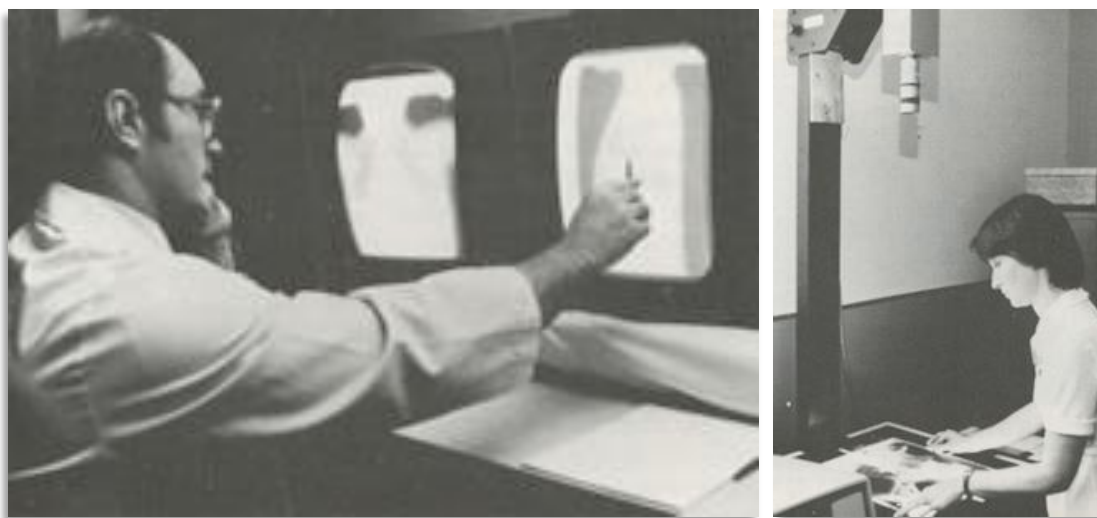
Телерадиология в клинической практике: радиолог работает дистанционно в экспертном центре, оцифровка рентгенограммы с помощью видеокамеры (США, 1986 г.) [14,29]
